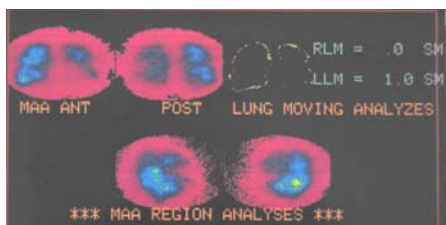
Перфузионное сканирование легких. Нарушение перфузии с преимущественным поражением левого легкого. Признаки ТЭЛА
